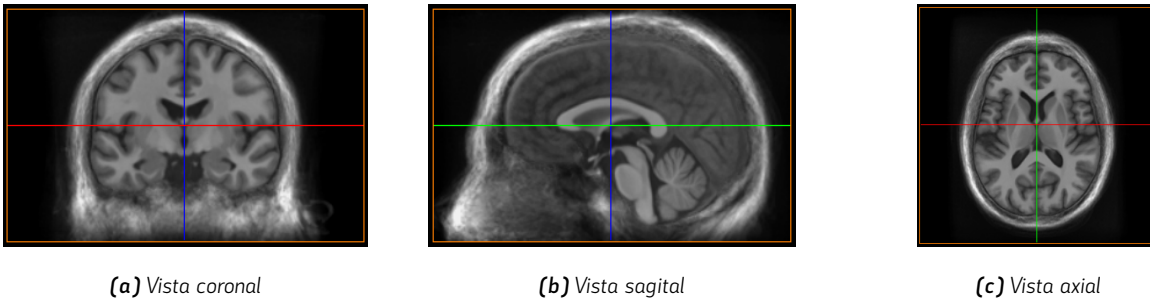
Plantilla anatómica cerebral SR124 representada en vistas coronal, sagital y axial. Este atlas proporciona una referencia anatómica de alta resolución para el alineamiento y análisis de imágenes de resonancia magnética cerebral.
